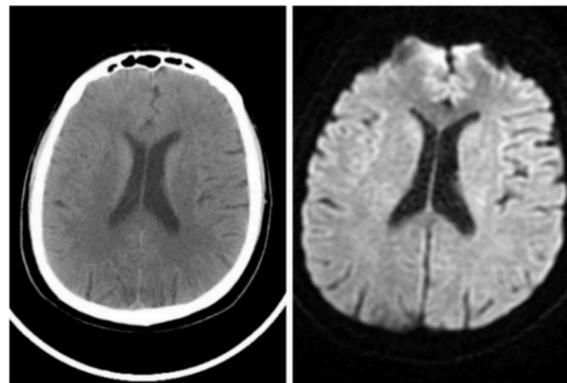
Axial brain CT and DWI of the patient
